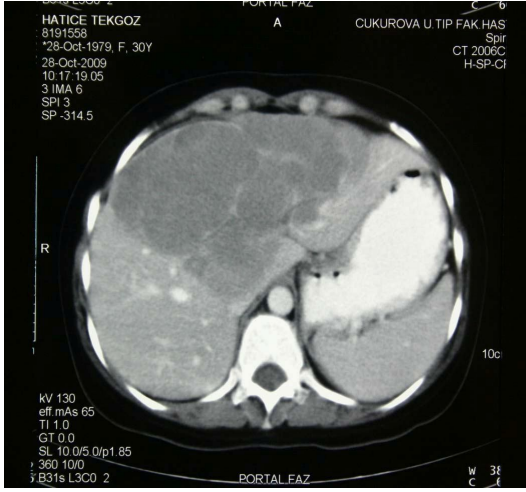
Normal karaciğer parankiminden gelişen ve tümör içi kanaması olan bir HCC olgunun tomografi ve spesmen görüntüsü.
